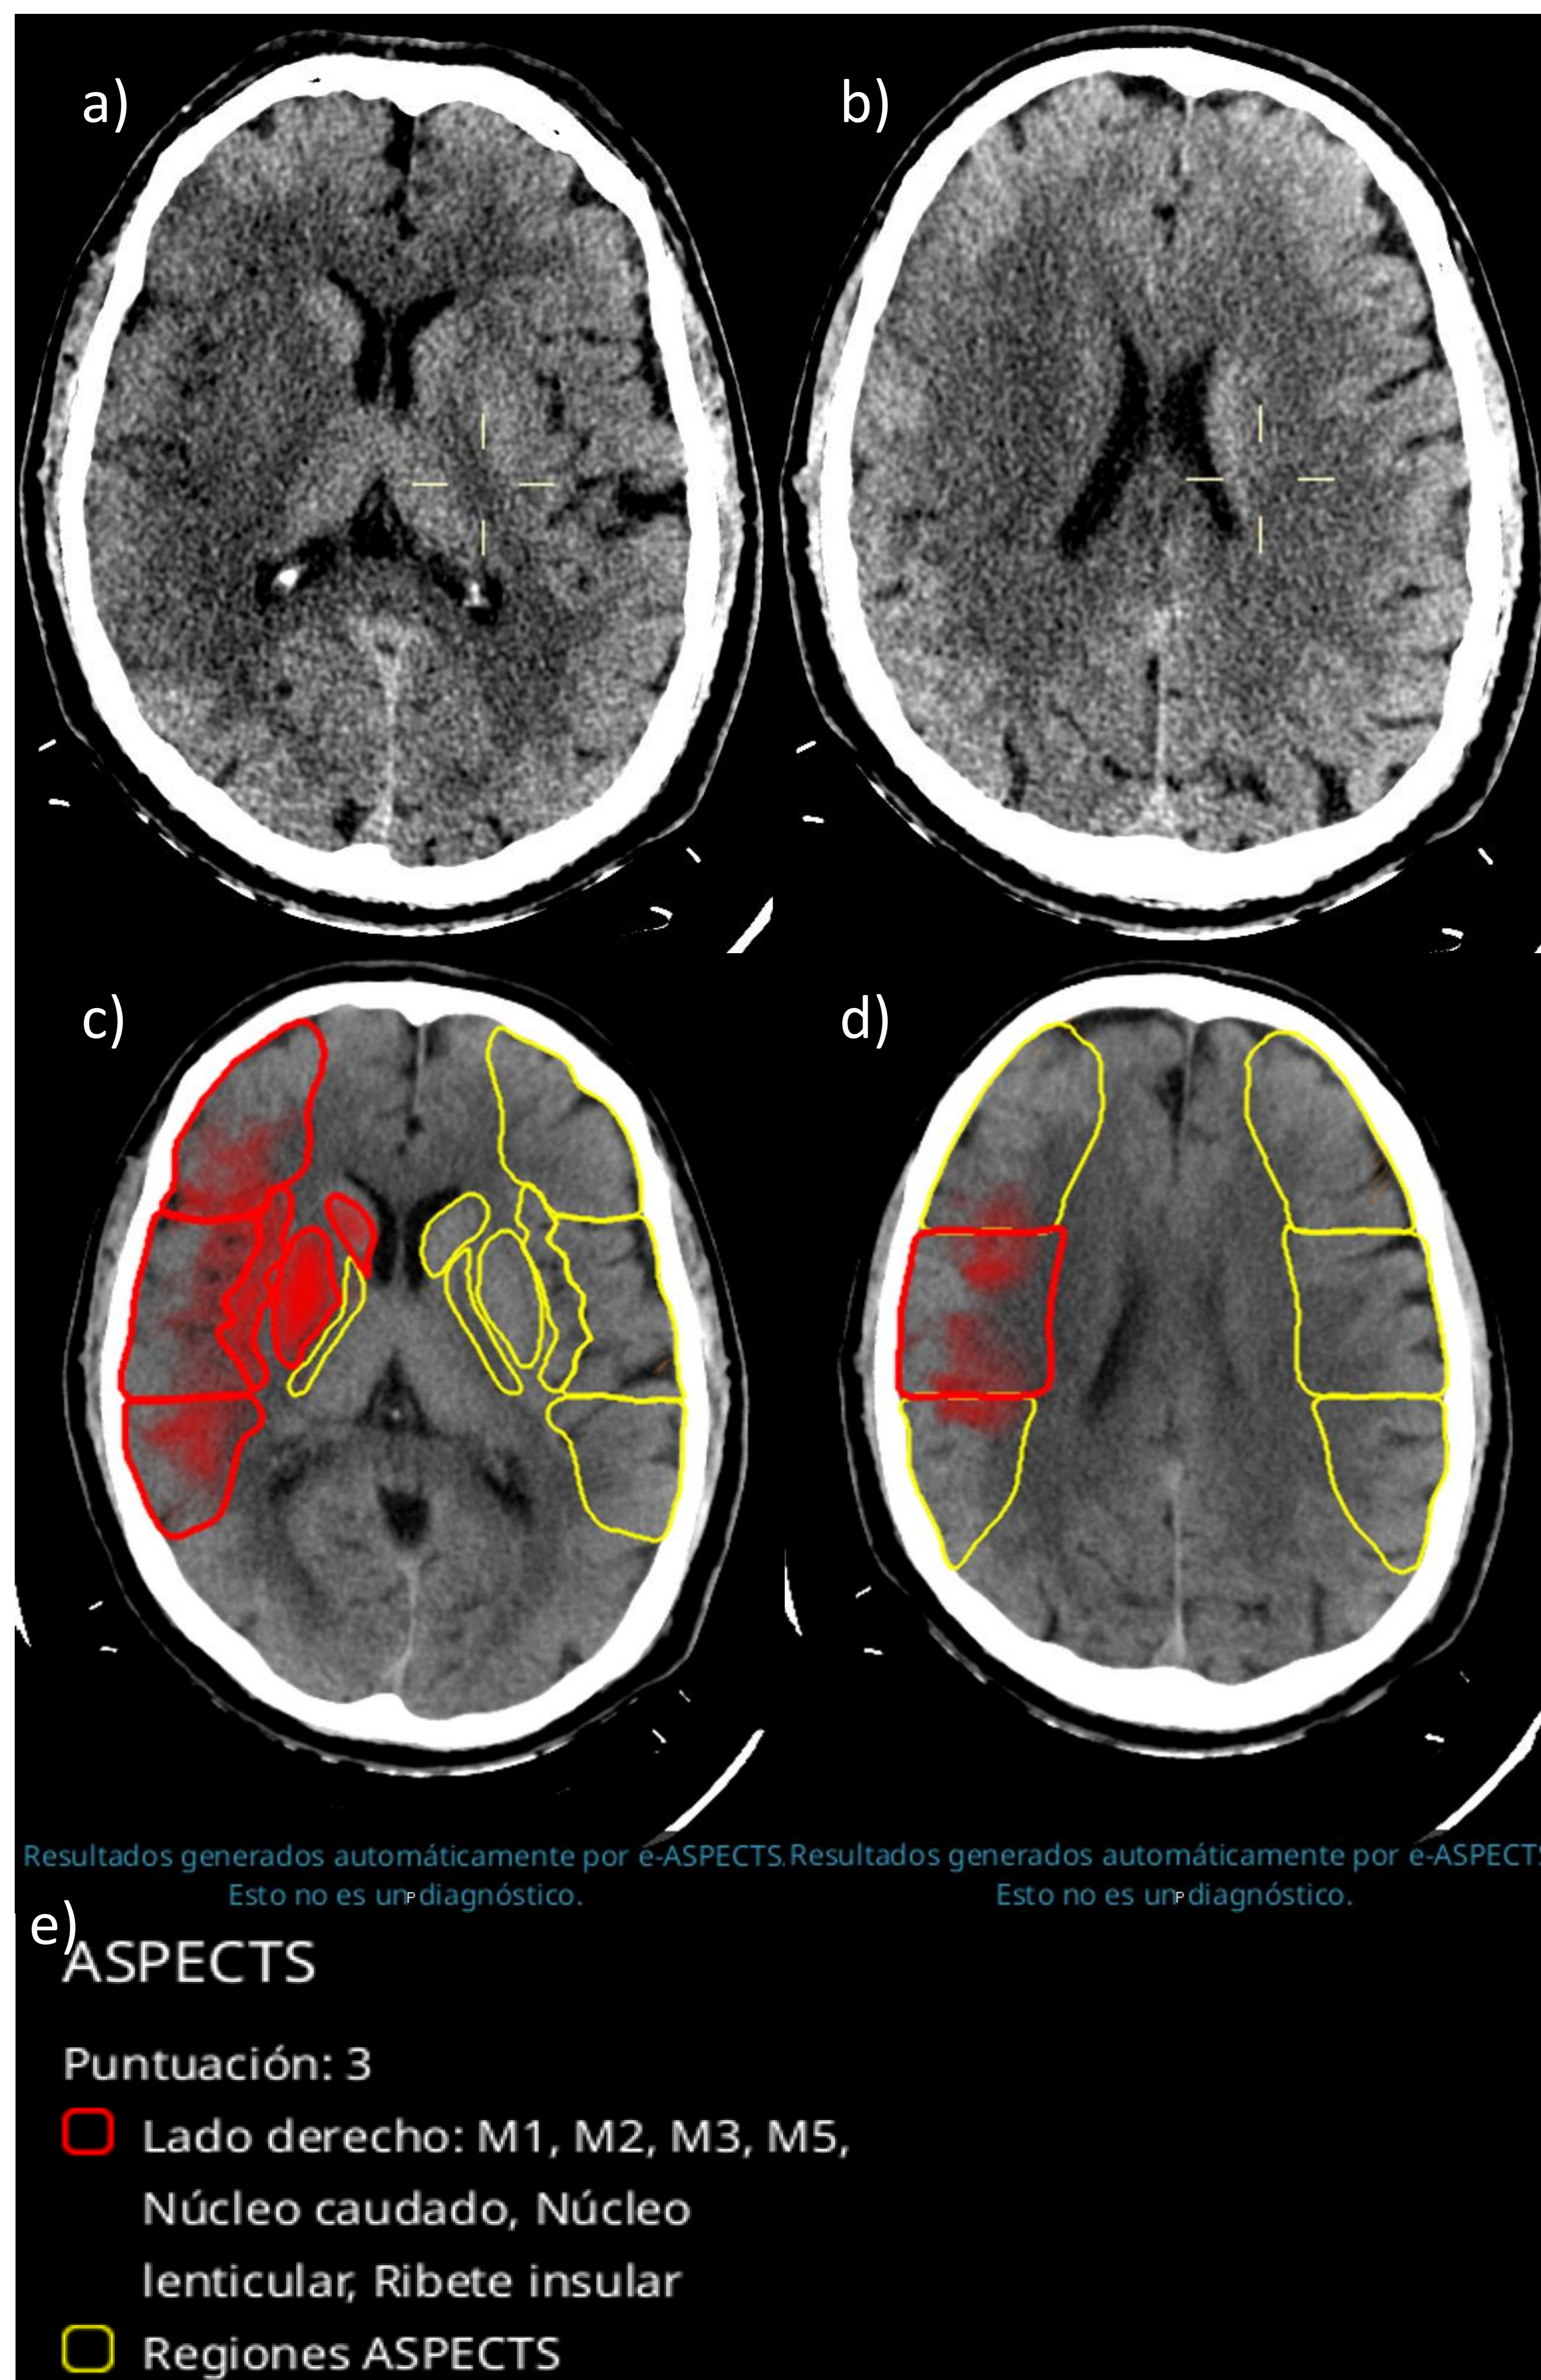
A y B) TC de cráneo basal informado por el radiólogo de urgencias con un ASPECTS 4 (M1, M2, M3, M5, ribete insular y núcleo lenticular). C, D y E) Análisis automático del software de IA que genera un ASPECTS de 3. En este caso, no coinciden ambas interpretaciones, pero tanto la IA como el radiólogo dan una puntuación ASPECTS desfavorable.
